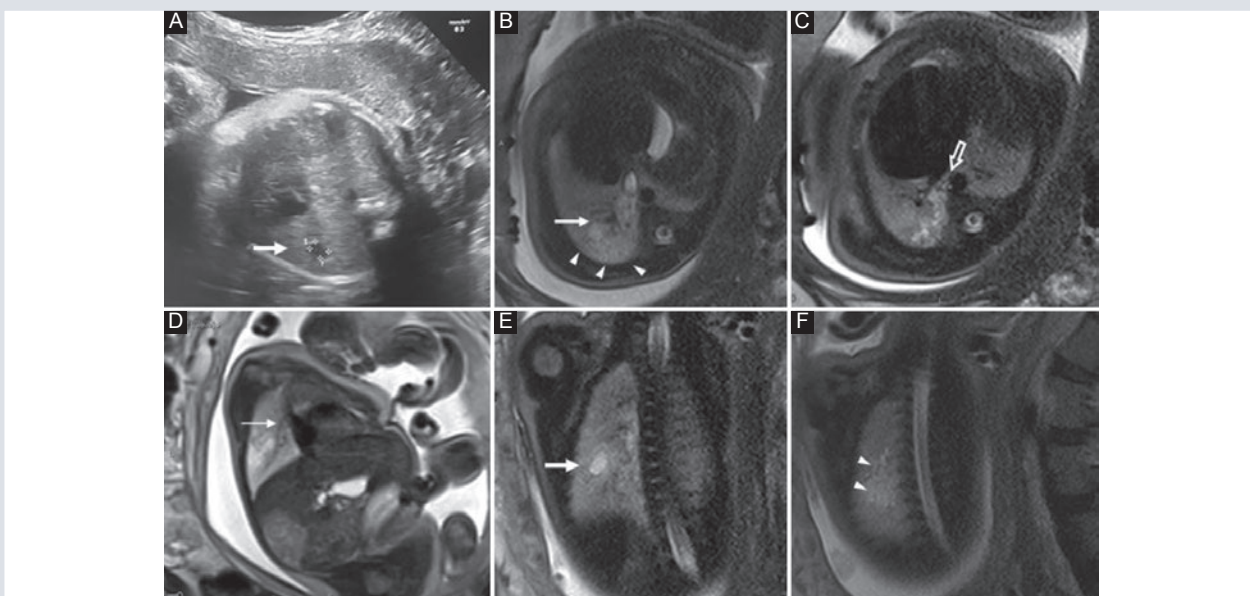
Paciente de 39 años de edad con 31 SDG. A: se identifica en la imagen axial de US del tórax una lesión de aspecto quístico (flecha sólida). B-E: en las imágenes axiales de RM se reconoce la lesión con una porción quística (flecha en las imágenes) y una porción sólida (cabezas de flecha en las imágenes). B-F: de localización posterior y medial. C: se delinea una arteria nutricia (flecha hueca) que emerge de la aorta torácica. D: en la imagen sagital se señala (flecha delgada) una vena que drena a la aurícula en relación con un vaso de drenaje. Estos hallazgos corresponden a malformación congénita de la vía pulmonar relacionada con secuestro pulmonar.
